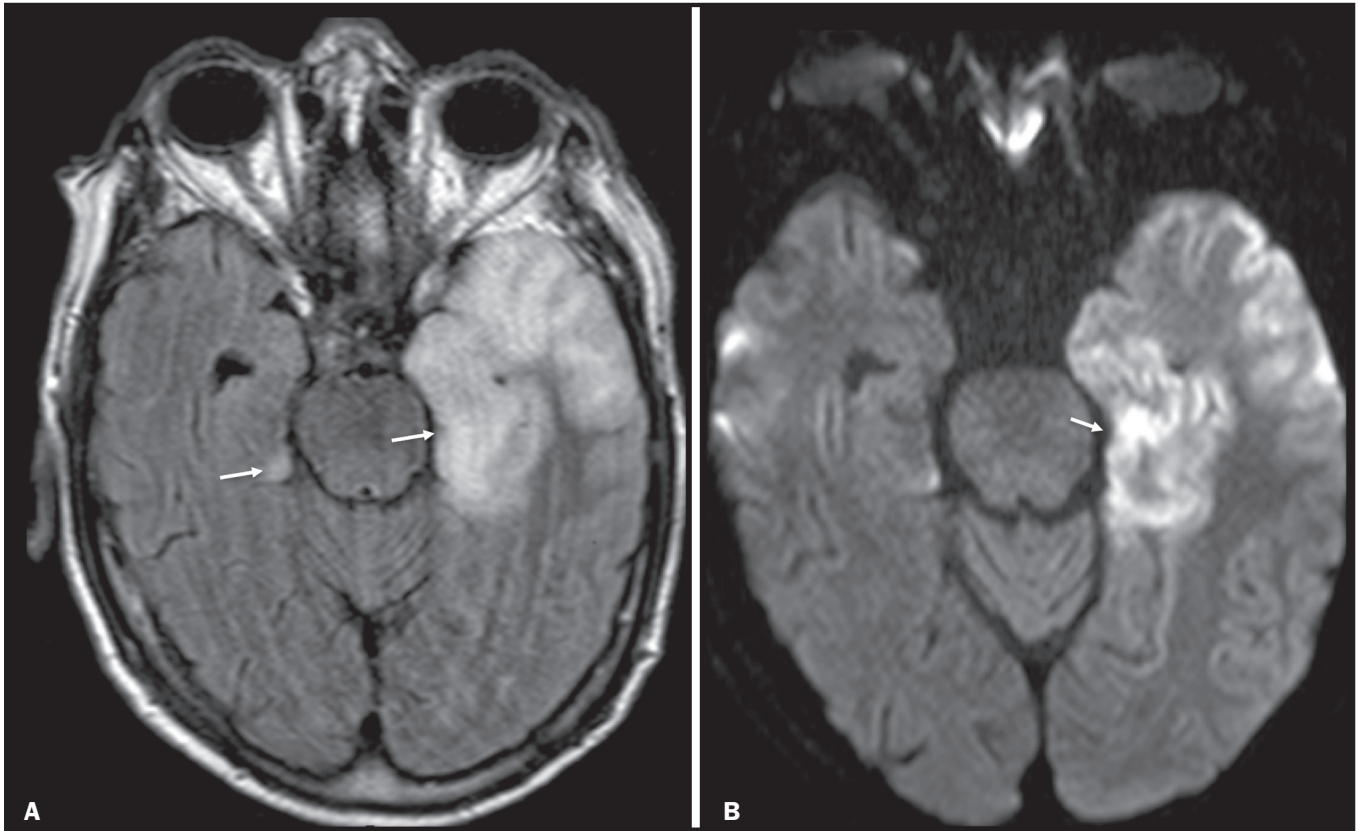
Encefalite herpética. Sequências axiais FLAIR (A) e difusão (B) com hipersinal difuso no lobo temporal esquerdo e mais discreto à direita, com acometimento mesial e restrição à difusão.
